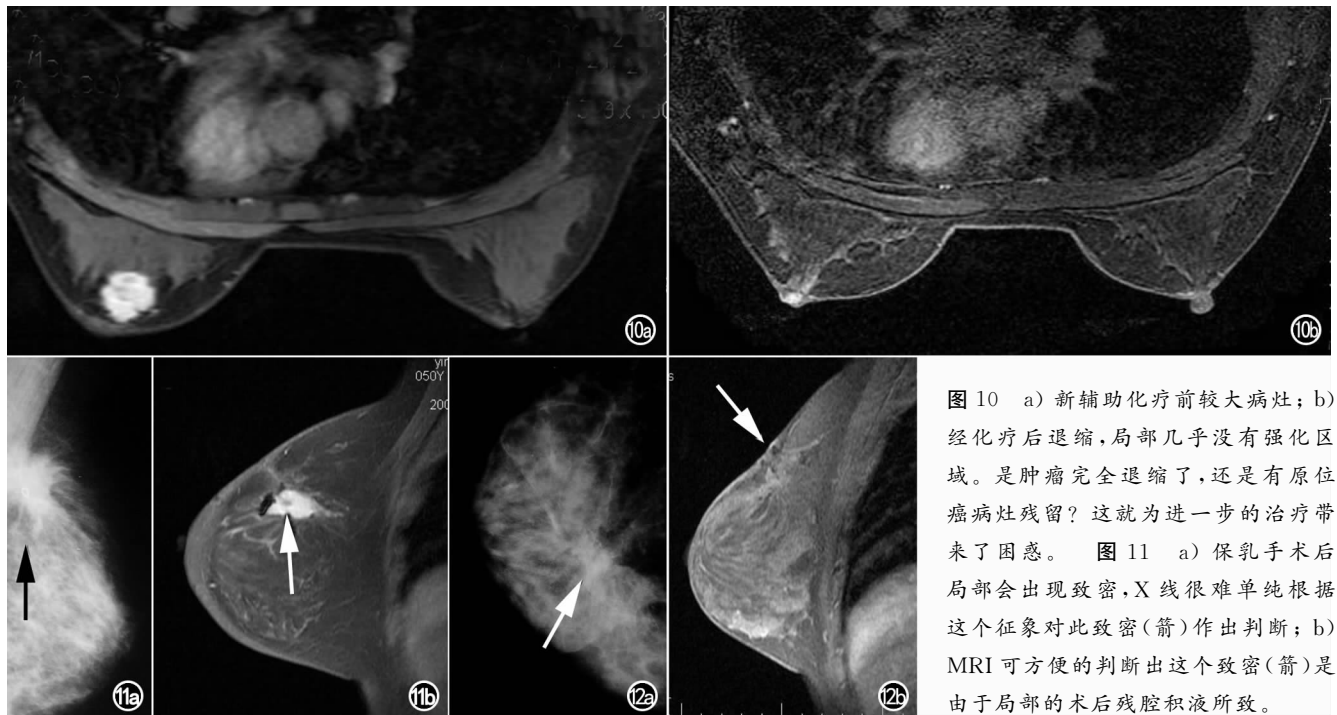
a) 新辅助化疗前较大病灶; b) 经化疗后退缩,局部几乎没有强化区域。是肿瘤完全退缩了,还是有原位癌病灶残留?这就为进一步的治疗带来了困惑。 图 11 a) 保乳手术后局部会出现致密, X 线很难单纯根据这个征象对此致密(箭)作出判断; b) MRI 可方便的判断出这个致密(箭)是由于局部的术后残腔积液所致。
